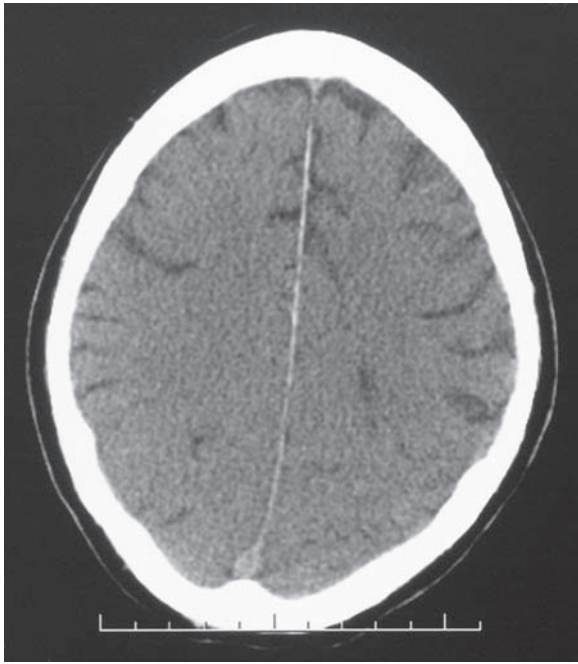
Estudio de CT sin infusión de contraste después de un paro cardíaco que demuestra pérdida de la diferenciación entre las sustancias gris y blanca en la totalidad de los hemisferios cerebrales. El paciente permaneció comatoso y se tornó vegetativo.
